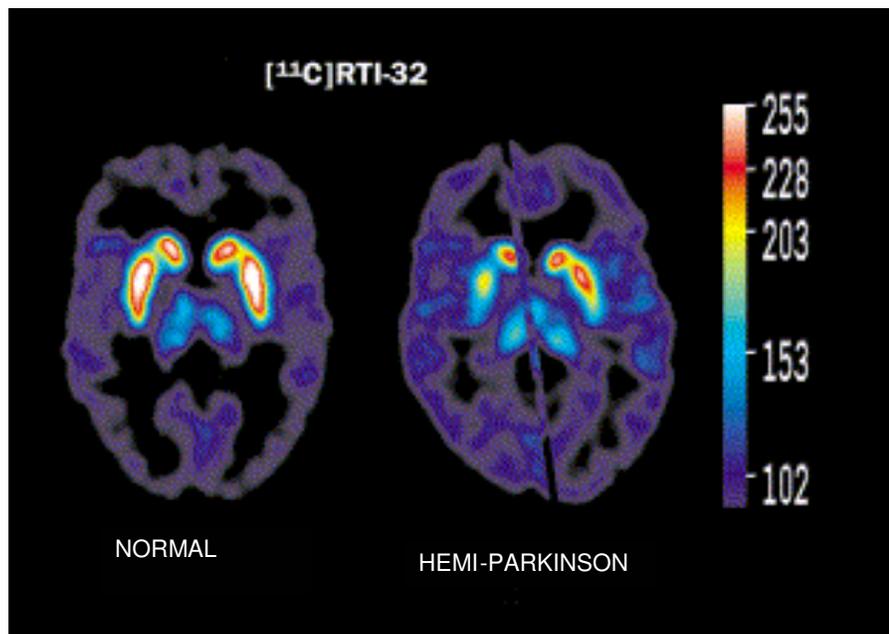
Imagem obtida por *Positron Emission Tomography* (PET) mostrando atividade dopaminérgica em um cérebro saudável (esquerda) e de portador de doença de Parkinson (DP; direita). Fonte: Clarke & Guttman (2002) , p.1168.
